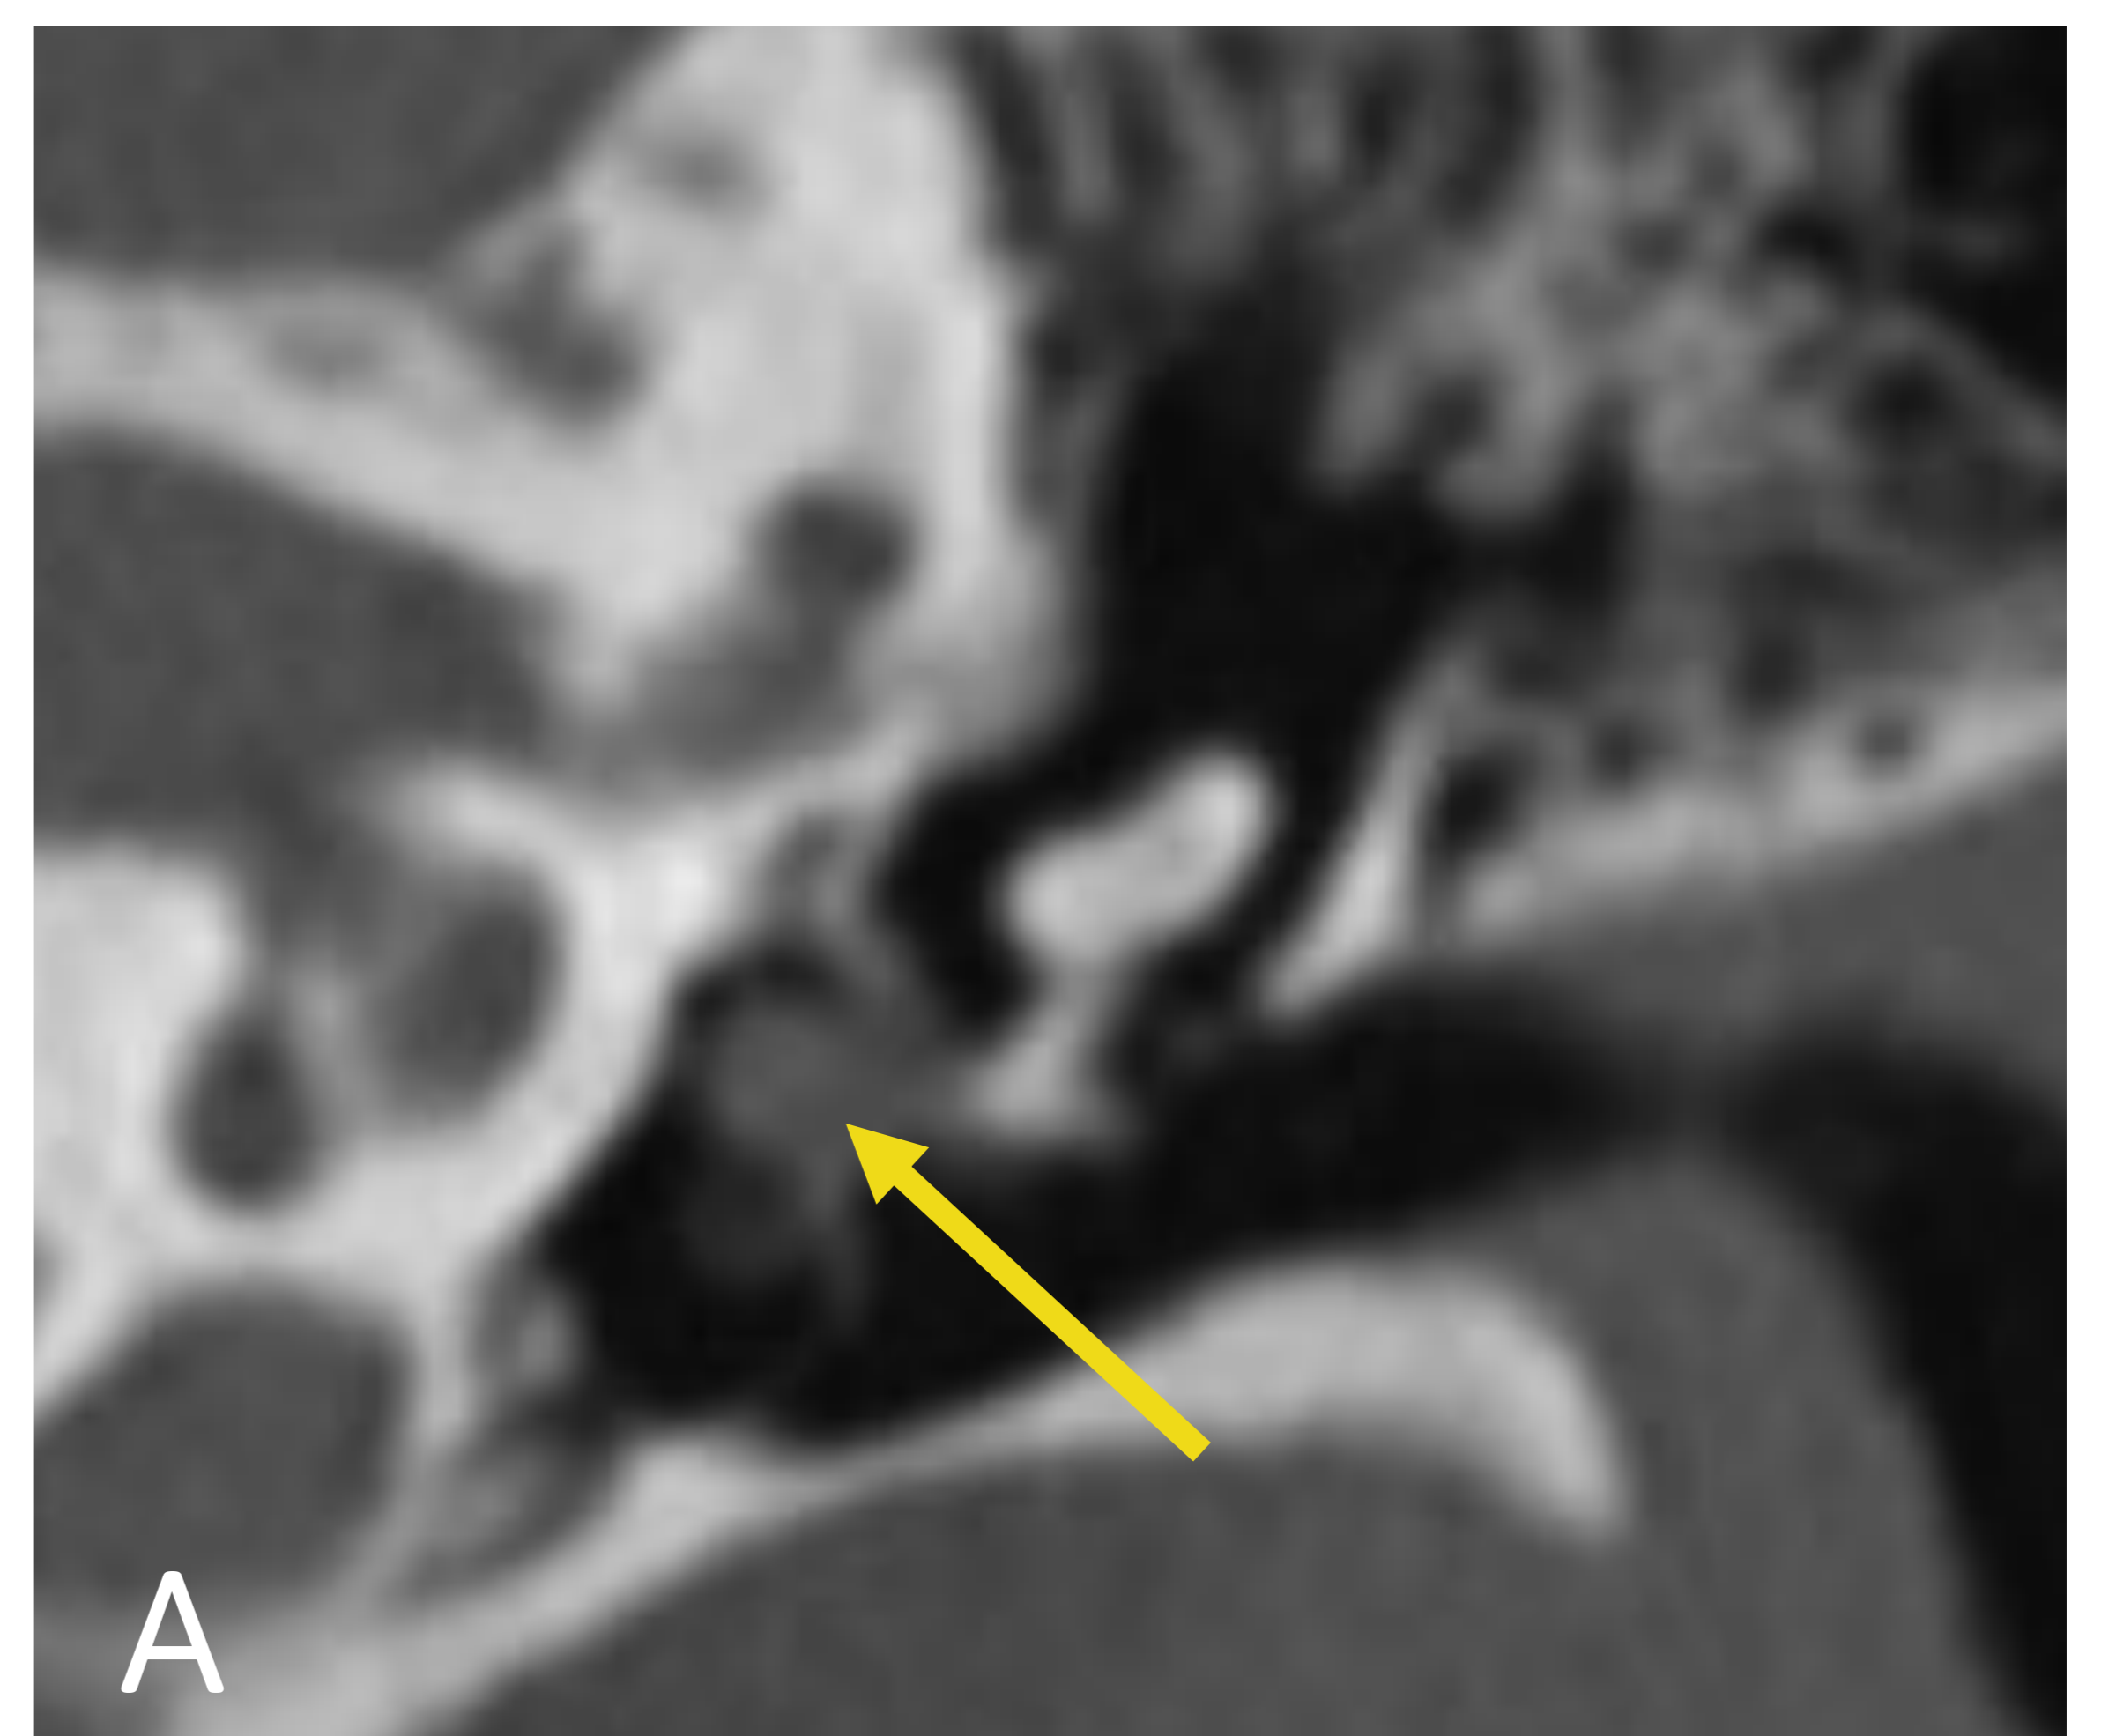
TC coronal de OM. Pequeña masa medial a huesecillos que no produce erosión (flecha).
